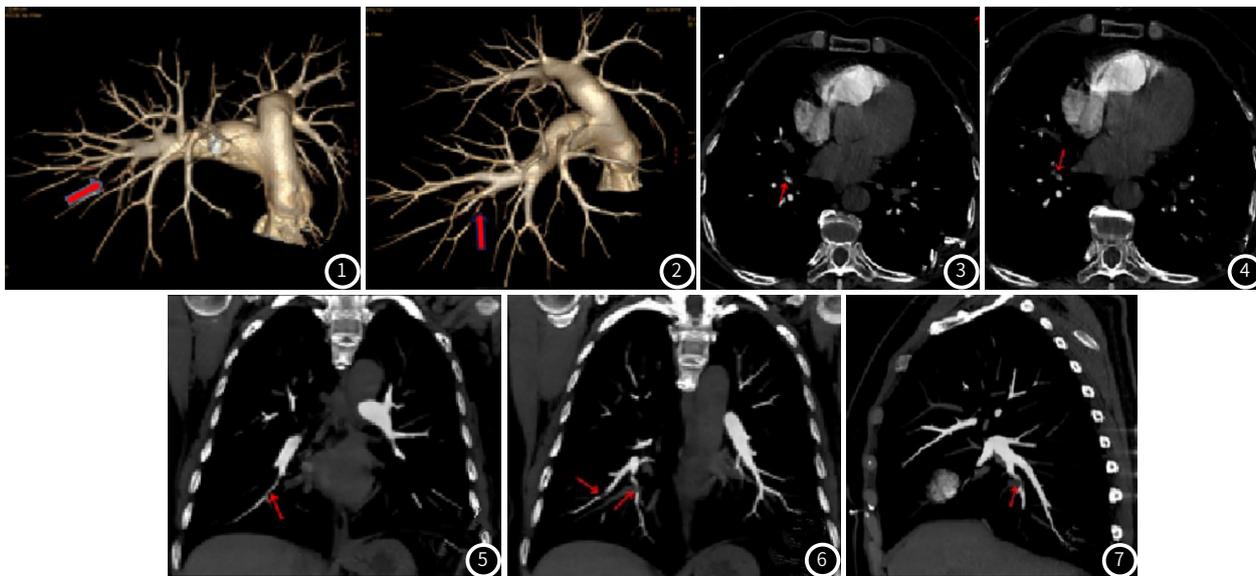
~图7 患者女，54岁，突发胸闷10余天，加重1d，影像诊断：右下肺动脉内、前基底支多发栓塞 肺动脉CTA如上所示：图1~图2：右下肺动脉内、前基底支管腔密度不均匀，腔内局部狭窄。图3~图7：CT轴位、冠状位及矢状位MIP图像示右下肺动脉内、前基底支管腔密度不均匀，腔内可见低密度充盈缺损影。
